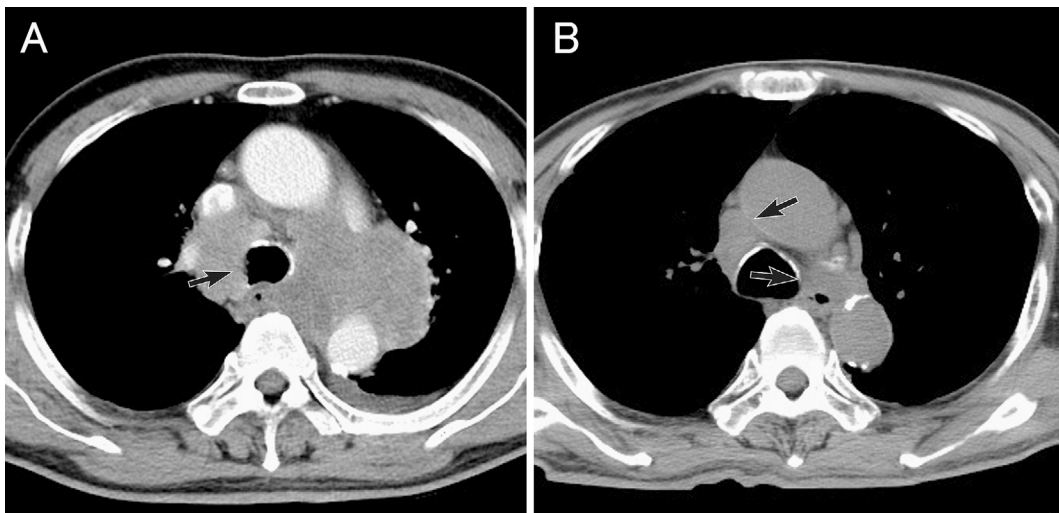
A. Chest computed tomography showed a large mediastinal tumor involving the great vessels and trachea. The right wall of the trachea seemed irregular and was invaded by the tumor (arrow). B. Chest computed tomography, taken 11 months after the initiation of pembrolizumab therapy, showed only slight swelling of the mediastinal lymph nodes (arrows).
